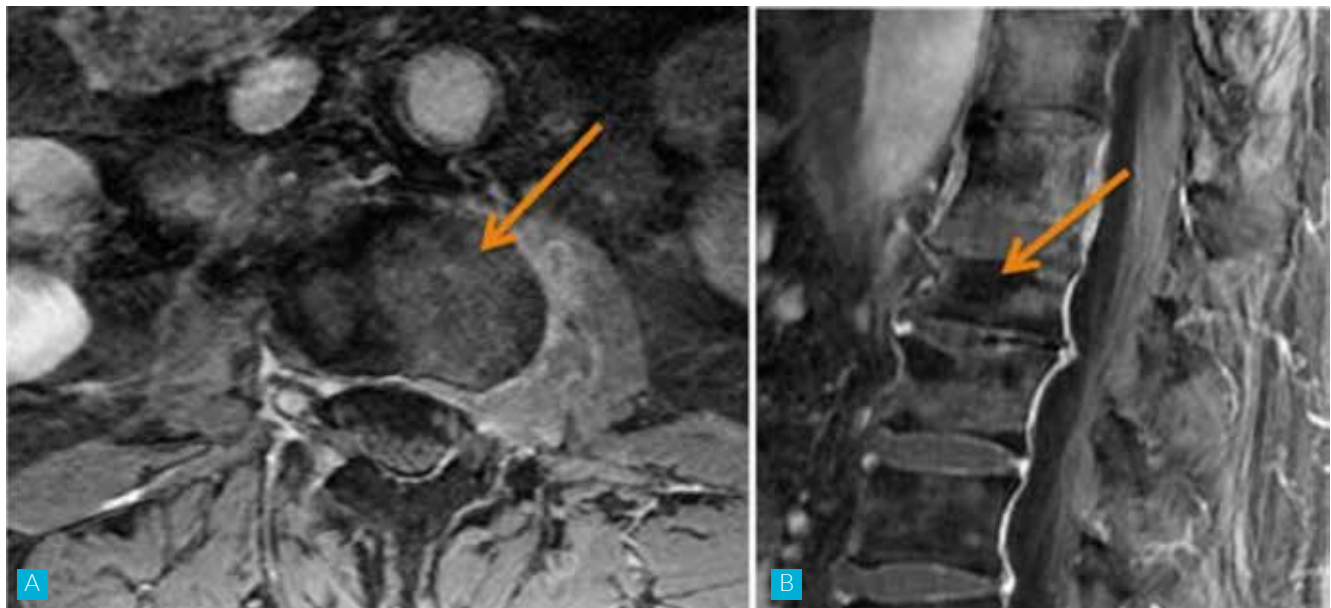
Imagens de ressonância magnética onde se visualizam metástases ósseas (setas amarelas). Em A - cortes transversais. Em B - cortes sagitais.
